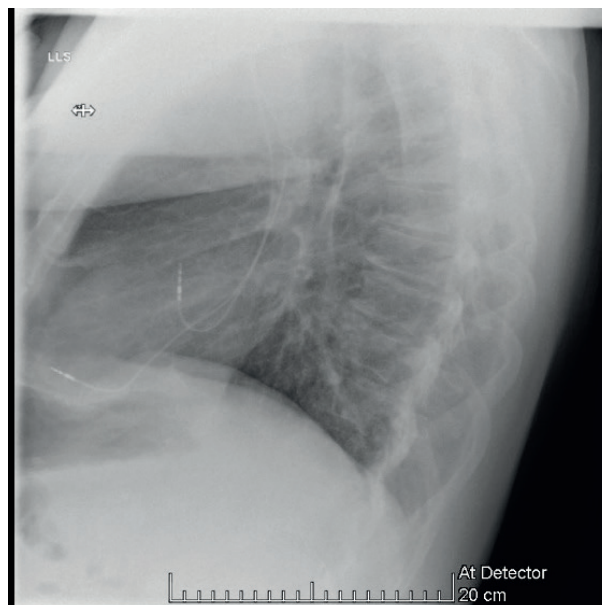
Radiografia toracică de control post cardiostimulare (incidentă latero-laterală) unde se observă electrozii de cardiostimulare: unul cu vârful cranial în atruliu drept și al 2-lea la nivelul ventriculului drept
